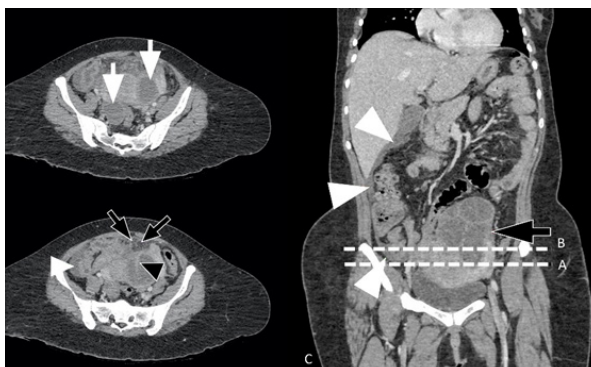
Imágenes axiales (A y B) de TC a nivel de las líneas blancas discontinuas representadas en la reconstrucción coronal (C). En A se observan ambas lesiones quísticas anexiales de tabiques gruesos con realce (Flechas blancas). En B y C se aprecia que la lesión de mayor tamaño asocia estriación trabeculada de la grasa mesentérica adyacente con aparente engrosamiento peritoneal (flechas negras) y líquido libre perihepático y en gotera parietocólica derecha (cabeza de flecha).
